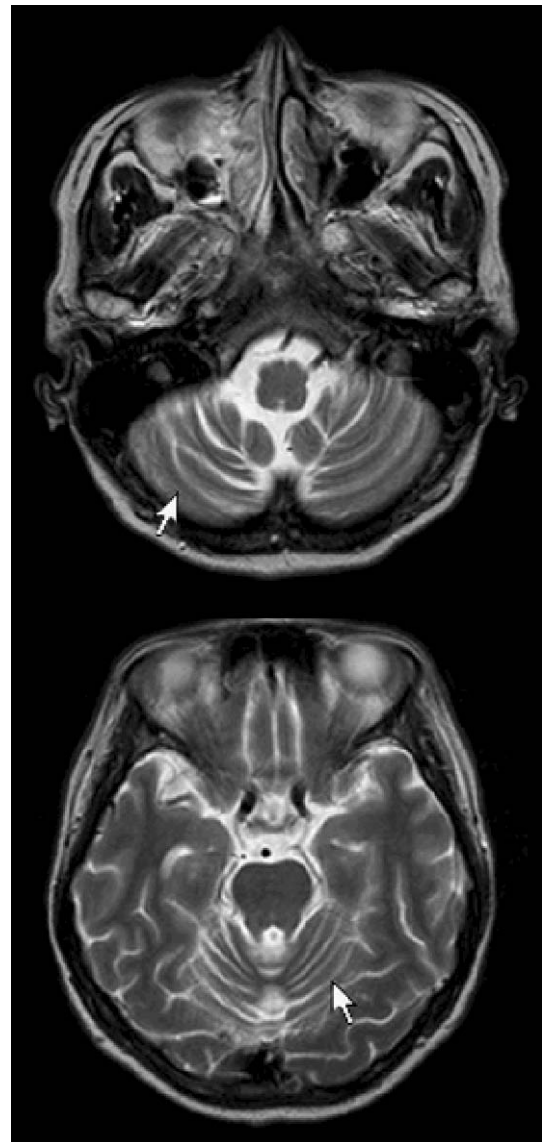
Brain MRI: T2-weighted axial image showed widening of cerebellar folia, suggesting cerebellar atrophy, without visible abnormality in bilateral cerebral hemisphere and brain stem.
